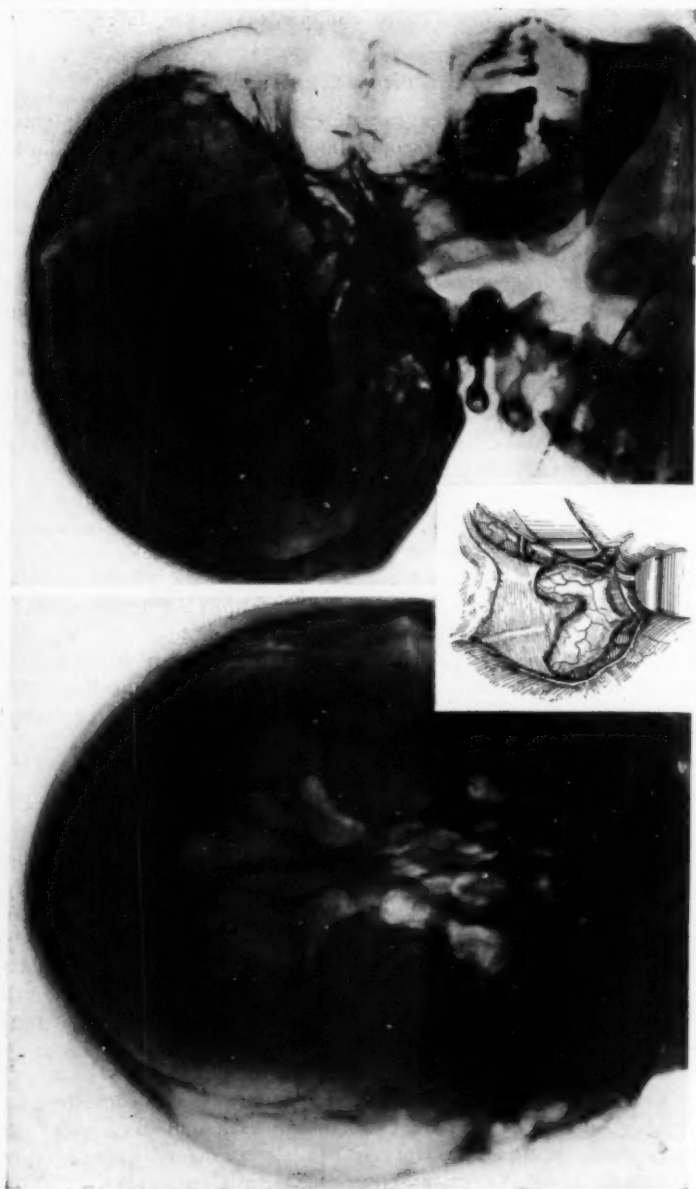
Radiographies face et profil d'une malade atteinte de gliome du chiasma et des nerfs optiques (P. Pasch, thèse inaugurale). Aspect déformé typique l'acromégale, moins les déformations de la selle turcique, le gliome du chiasma exposé.
